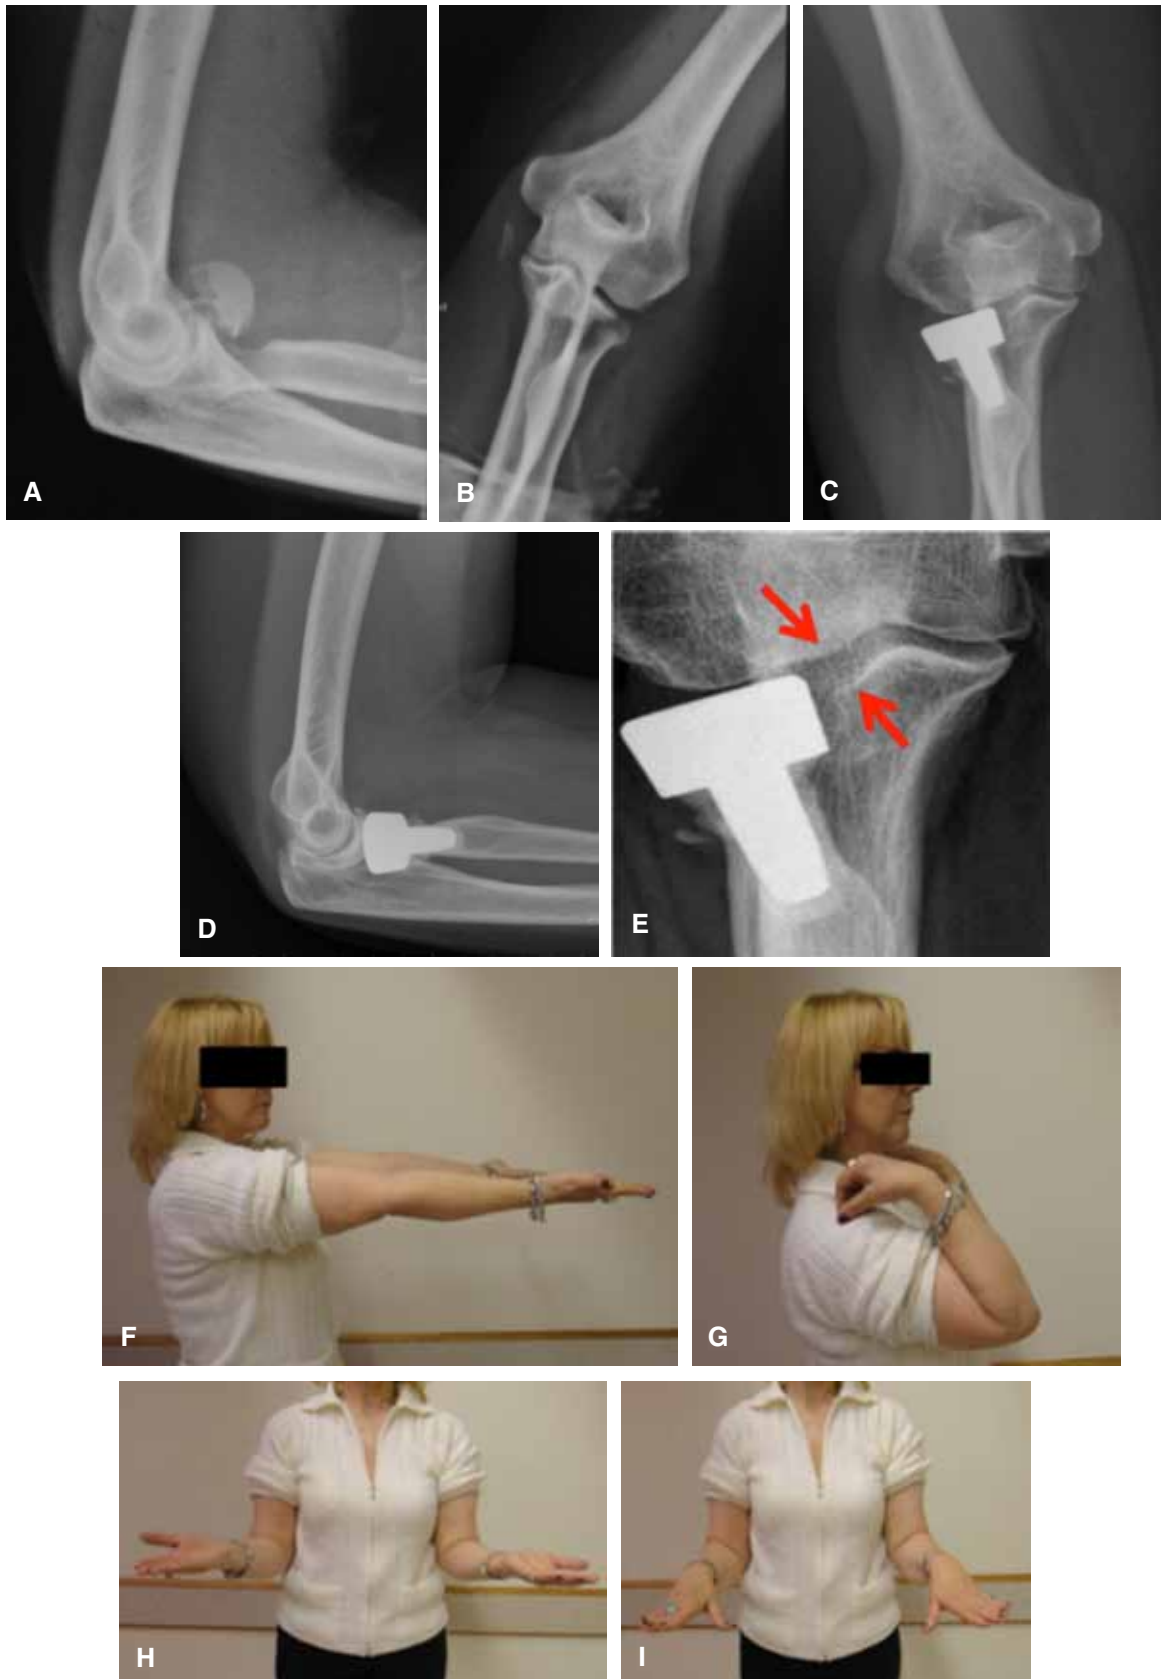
A y B. Radiografías de frente y perfil de una paciente de 63 años con fractura de cúpula Mason 3. C y D. Radiografías a los 36 meses de la artroplastia cementada. E. Radiografía ampliada de C, nótese el ensanchamiento del espacio ulnohumeral lateral (fenómeno de *overstuffing*) asintomático. F-I. Movilidad al final del seguimiento (paciente 3).
